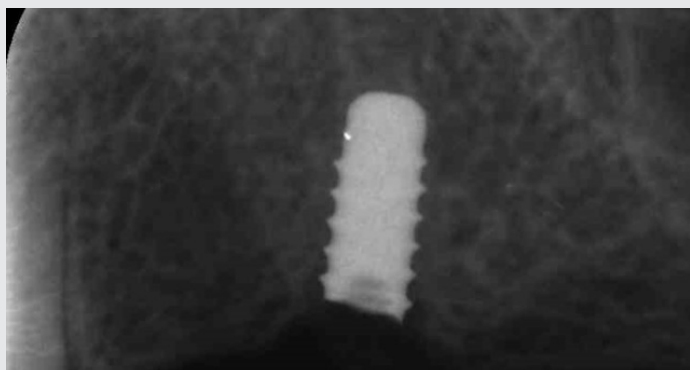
Radiografía del implante fracturado
